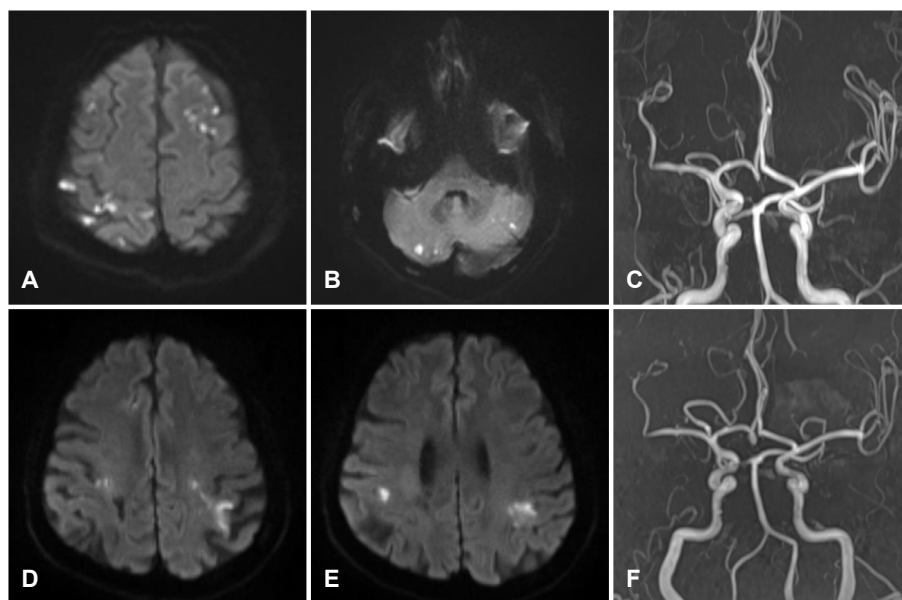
(A-C) The third attack: diffusion-weighted imaging (DWI) shows bilateral multifocal cerebral and cerebellar infarction at her age 51. (D-F) The fourth event at her age 52; DWI shows multiple infarctions at bilateral frontal cortex and subcortex. Magnetic resonance angiography shows no interval change compared to the second and third episodes.
